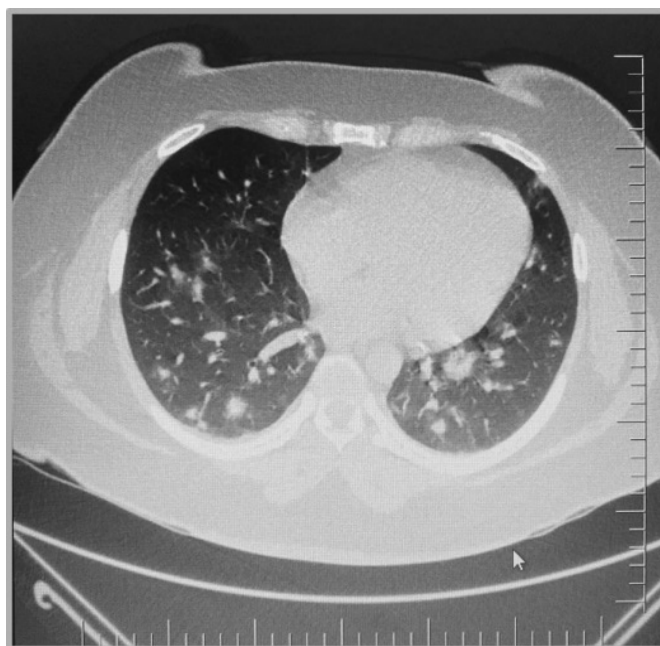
КТ органов грудной клетки на 5-е сутки заболевания
